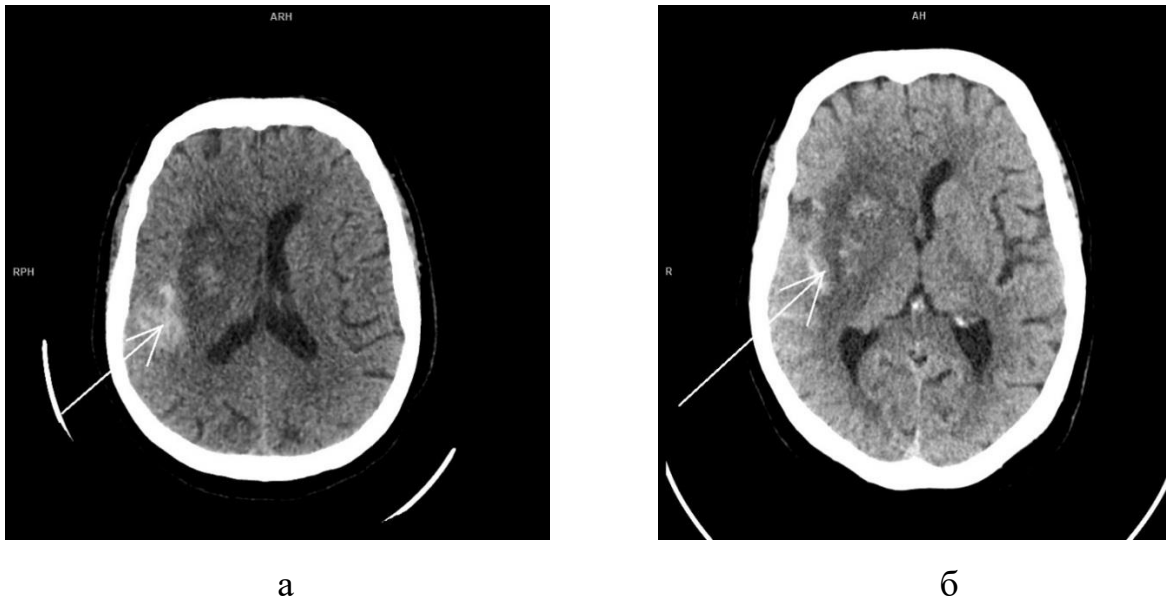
Мультиспиральная компьютерная томография головного мозга без контрастного усиления в аксиальной проекции пациентки Н. (И/б 31517-2023) после выполнения ТЭ: гиперденсный участок в области базальных ганглиев справа и гиперденсное содержимое в области борозд над правой гемисферой – геморрагическое пропитывание на первые (а) и четвертые (б) сутки после лечения
